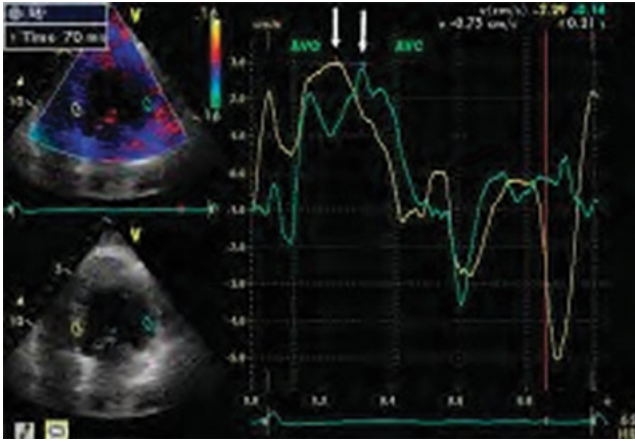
Doppler Tisular valorando velocidad y deformación ventricular izquierda
